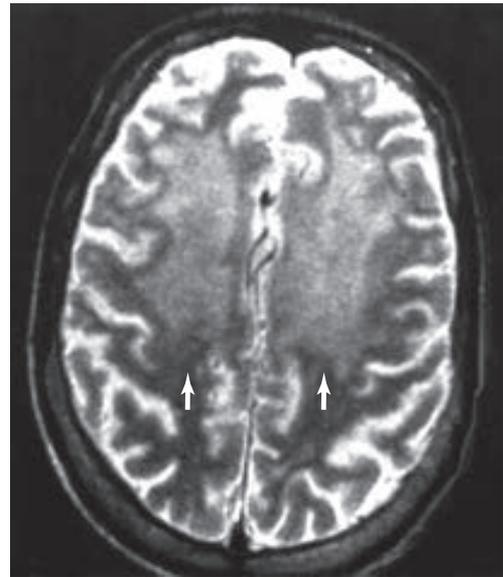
Imagen por resonancia magnética calibrada en T2, de un caso de demencia relacionada con VIH, en la que se aprecia el aumento de la intensidad de la señal (blanco) en la materia blanca subcortical.
